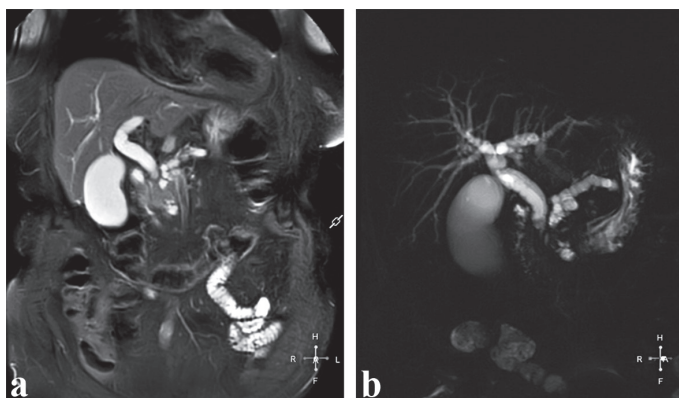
IRM abdominal în plan coronarian. Secvențe T2w SPIR (a) și Colangio-pancreato-grafie (MRSP). Tumoră de cefal pancreatic cu stenozarea căilor biliare și pancreatice, care apar difuz pronunțat dilatate.
